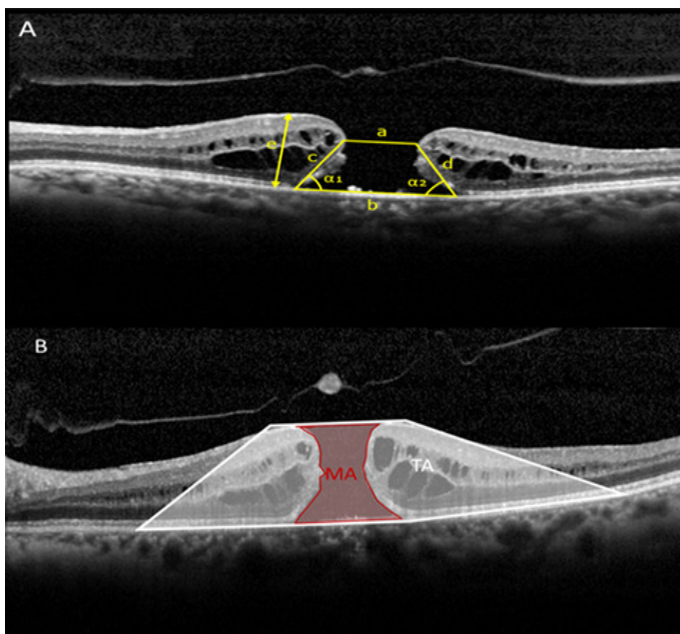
Optical coherence tomography scan measurements. (A) a. minimum diameter; b. maximum diameter; c,d: right and left arm; e: height; α_1, α_2 : macular hole angle. (B) MA: macular hole area; TA: total area.
